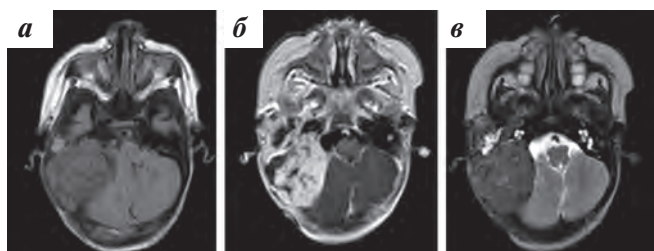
МРТ головного мозга после курса ПХТ CdA/ARA-C. Сохраняется массивное многоузловое образование в области пирамиды правой височной кости размерами 58 × 44 × 47 мм: а – T2 FLAIR; б – T1-BI; в – T2-BI
